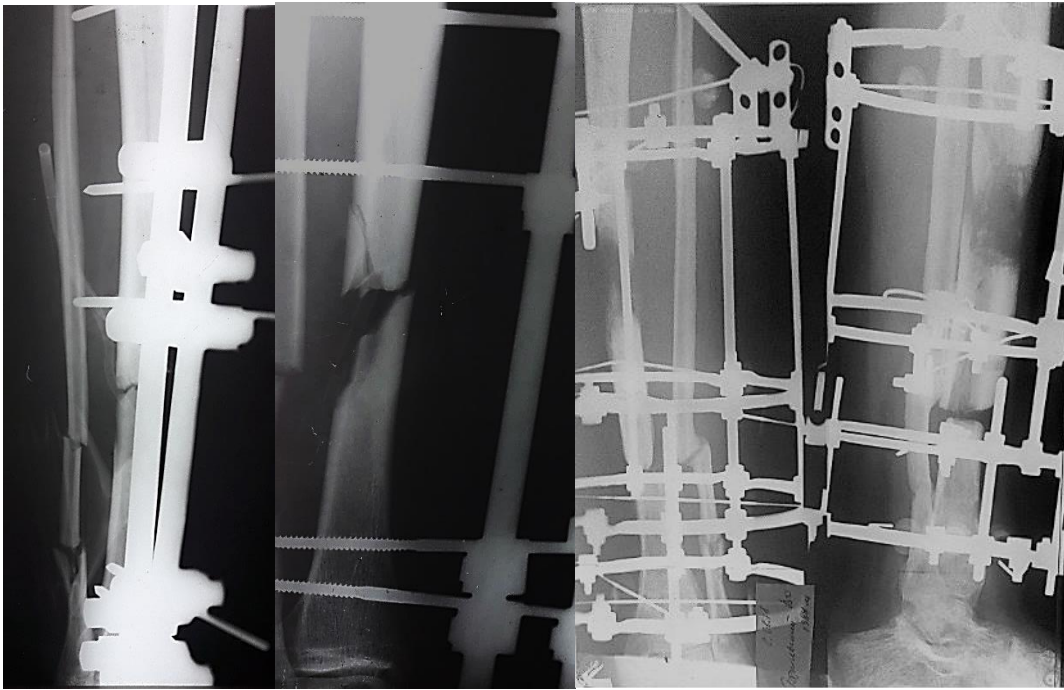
Рентгенограми нормотрофічного незрошення, наявний дефект 6 см, проведення білокального режиму фіксації кільцевим апаратом; зовнішній вигляд кінцівки.
